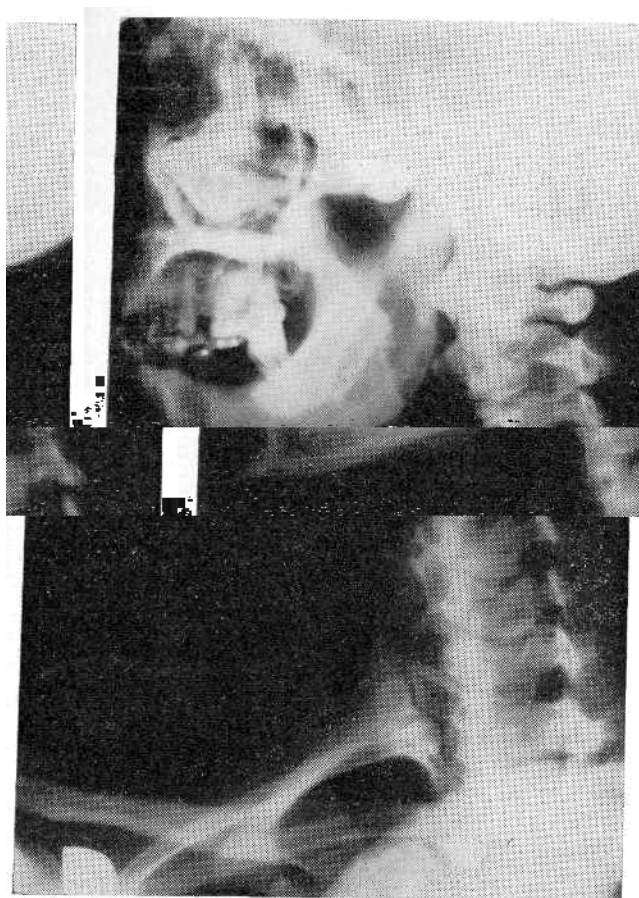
Radiografía oblicua. Nótese la disminución del tamaño del agujero de conjunción entre C₆ y C₇
